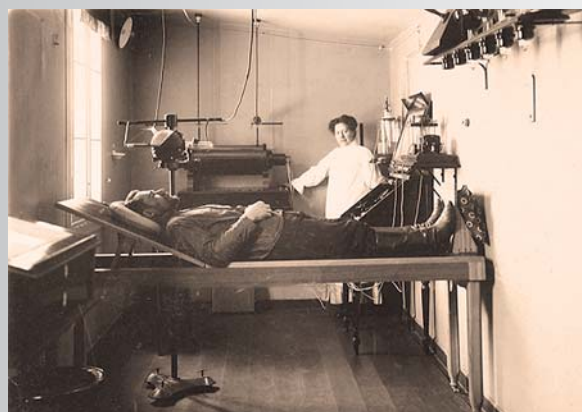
Рентгеновский кабинет в старом здании лазарета Верхнеудинска, 1905 г.
